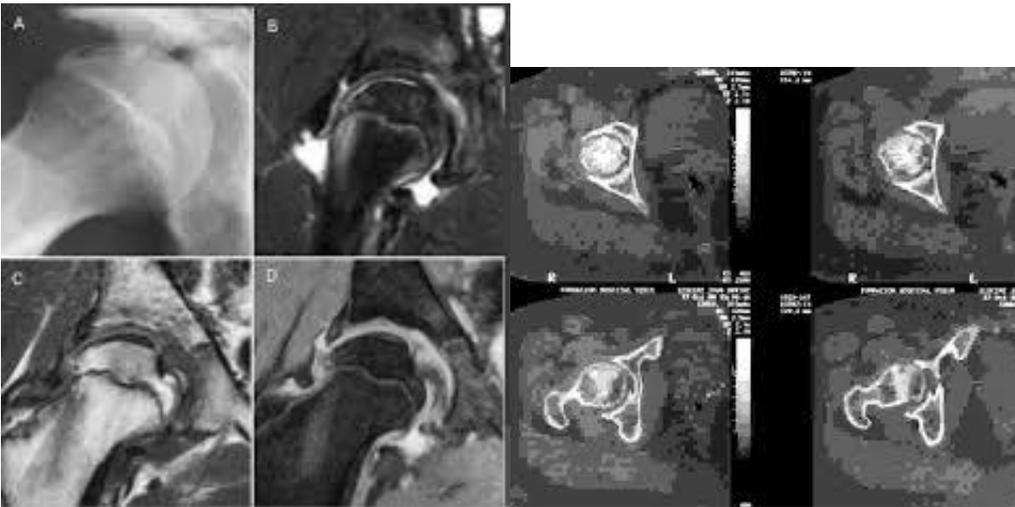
b- El diagnóstico temprano de la Necrosis Aséptica de la cabeza Femoral es a través de Resonancia Nuclear Magnética
